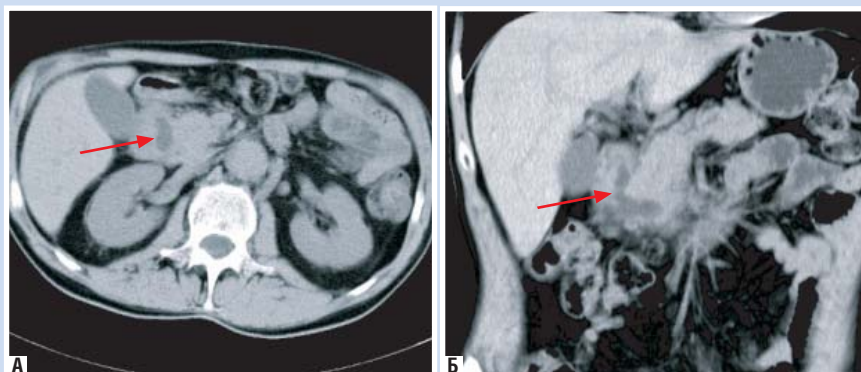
Компьютерная томография от 25.09.2012 г. На аксиальном (а) и фронтальном (б) изображениях между медиальной стенкой двенадцатиперстной кишки и головкой поджелудочной железы определяются жидкостные структуры, что свидетельствует о воспалительном процессе в головке поджелудочной железы
